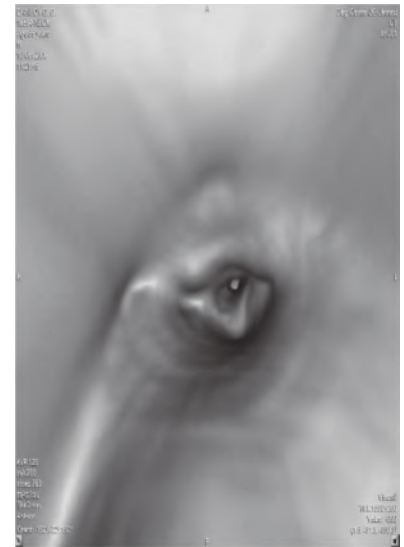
Виртуальная ларингоскопия. СКТ. Опухоль пространства. Стеноз.
